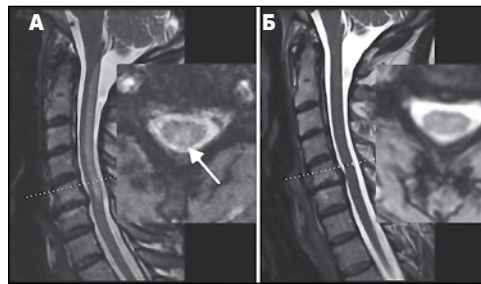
Магнитно-резонансная томография пациента, страдающего подострой комбинированной дегенерацией спинного мозга до (А) и после (Б) терапии цианокобаламином (F.C. Roessler, S. Wolff, 2017)
